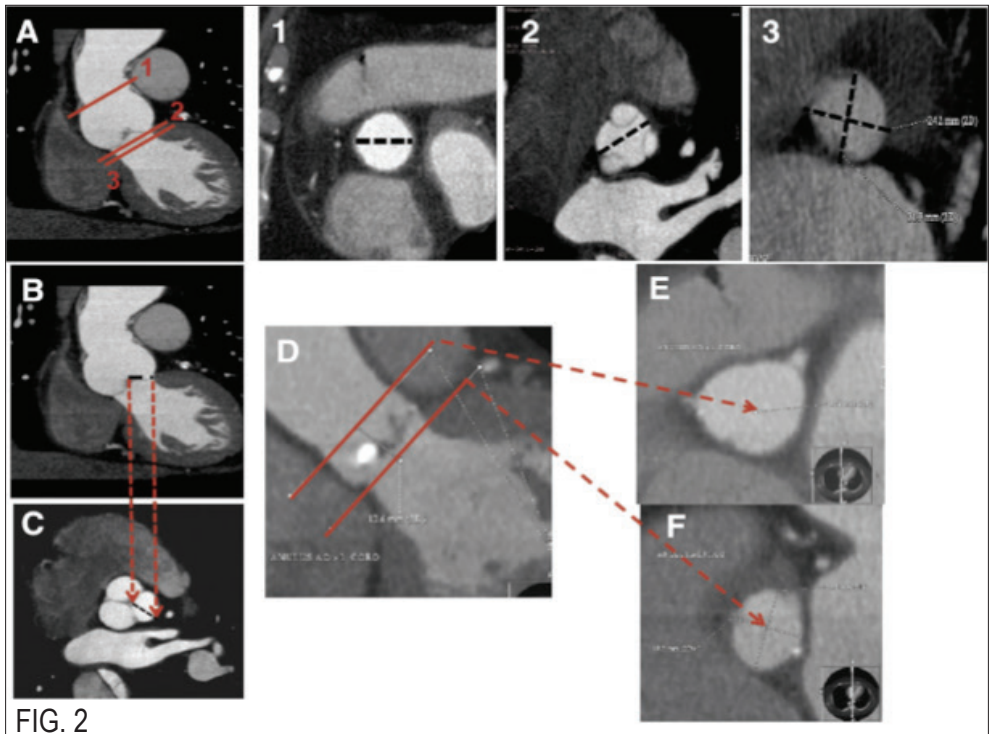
Valutazione della radice aortica con TC: I) misurazione dell'AoA: (A) visione sagittale dell'aorta ascendente nei 3 assi, misurazione a livello della giunzione sinotubulare; (1) misurazione a livello della giunzione fra ventricolo e aorta; (2) misurazione a livello dell'anello virtuale formato unendo i punti di attaccatura delle cuspidi aortiche (3). II) misurazione della lunghezza delle cuspidi: visione sagittale dell'aorta ascendente (B) misurazione della distanza fra il punto di attaccatura alla base delle cuspidi e apice delle cuspidi (C). III) Misurazione della distanza fra AoA e gli osti coronarici: visione sagittale dell'aorta ascendente (D) con due assi corti a livello dell'ostio del tronco comune (E) e di AoA (F). La distanza fra AoA e il tronco comune corrisponde alla distanza fra questi due piani. AoA: annulus aortico.
